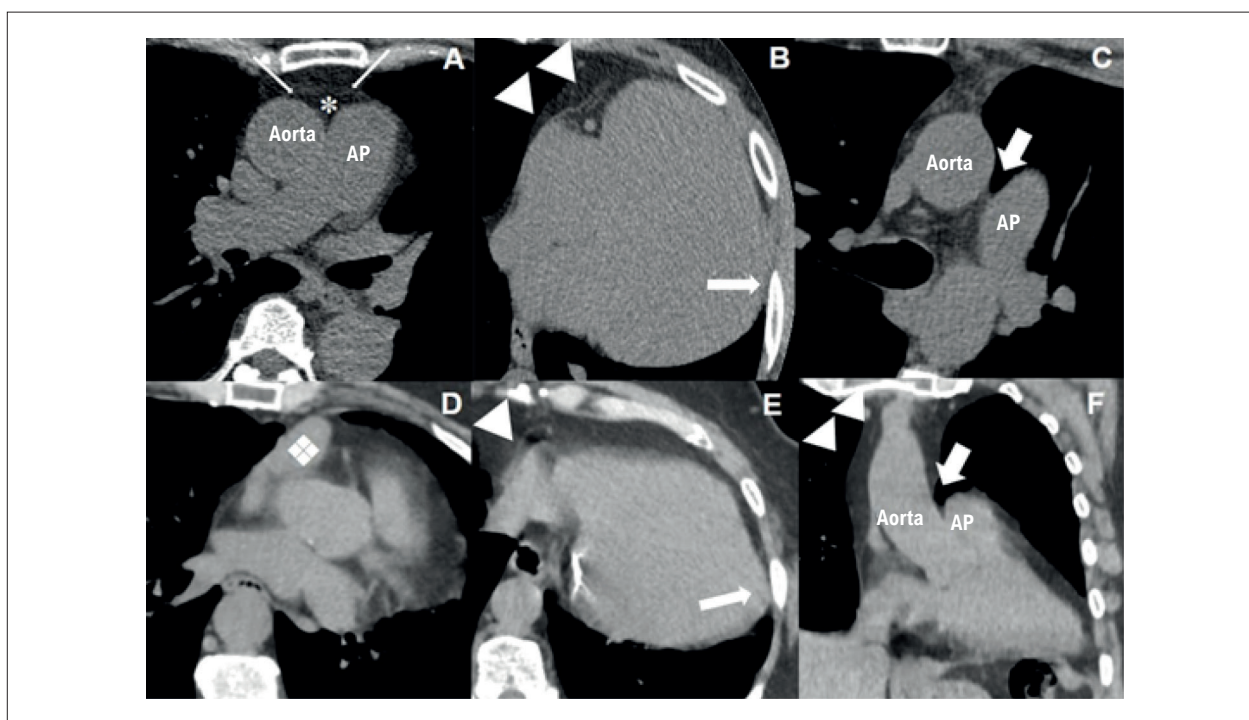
A) A TC sem contraste no plano axial demonstra a anatomia normal do pericárdio (setas finas) delimitando o tecido gorduroso (*) entre a aorta e o tronco pulmonar. (B-F) Imagens de TC sem contraste em dois pacientes com agenesia de pericárdio parcial esquerda, respectivamente, ♂, 41 anos (B/C), e ♀, 58 anos (D-F). Observa-se ausência de revestimento pericárdico em quase toda a extensão, visível apenas ao longo da borda atrial direita (cabeças de setas em B, D e E). Há levoposição excessiva do coração e desvio posterior do ápice tocando a caixa torácica. (setas finas em B e E). D) Projeção do apêndice atrial direito (◇). (C/F) Interposição de pulmão entre a aorta e o tronco pulmonar (setas grossas). AP: agenesia do pericárdio.
